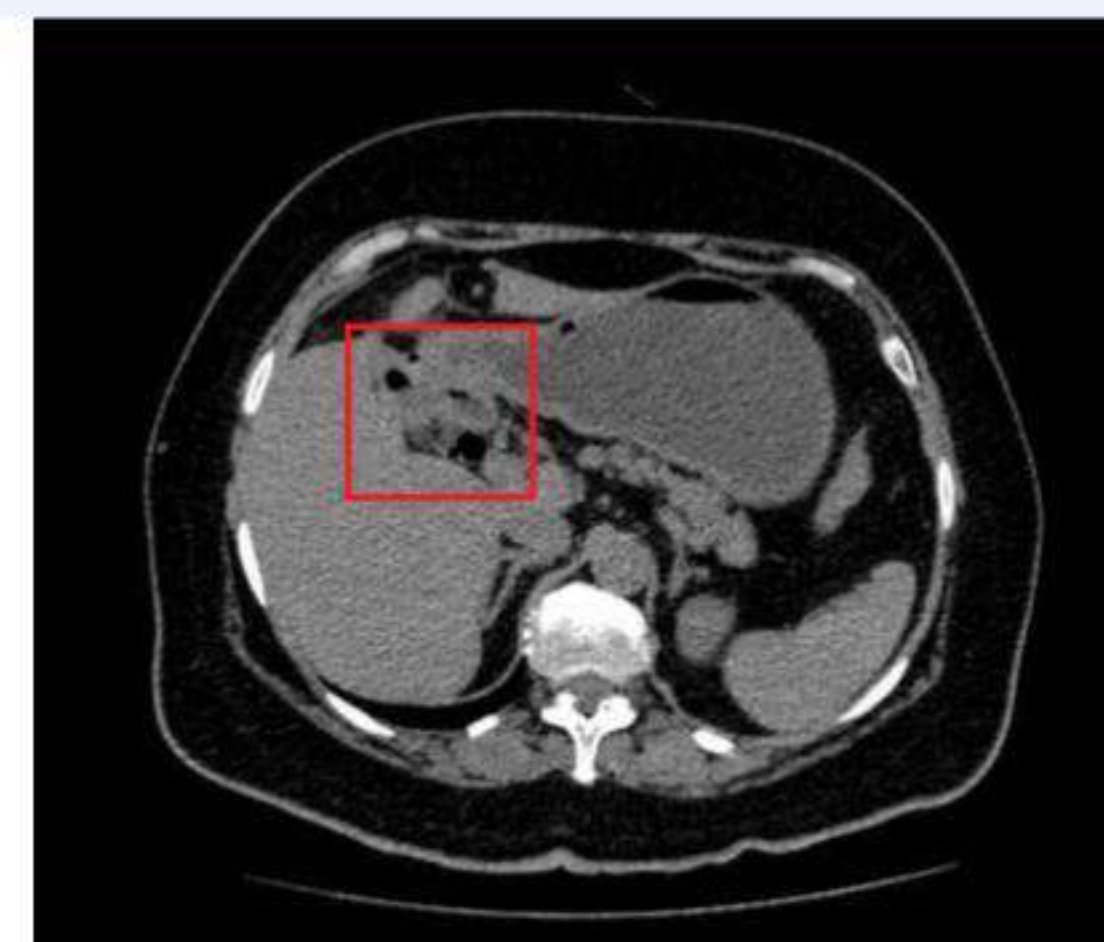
Tomografia computadorizada de abdome evidenciando fístula bilio entérica, caracterizada pela solução de continuidade entre a parede inferior da região infundibular da vesícula e a região piloro-duodenal adjacente.
